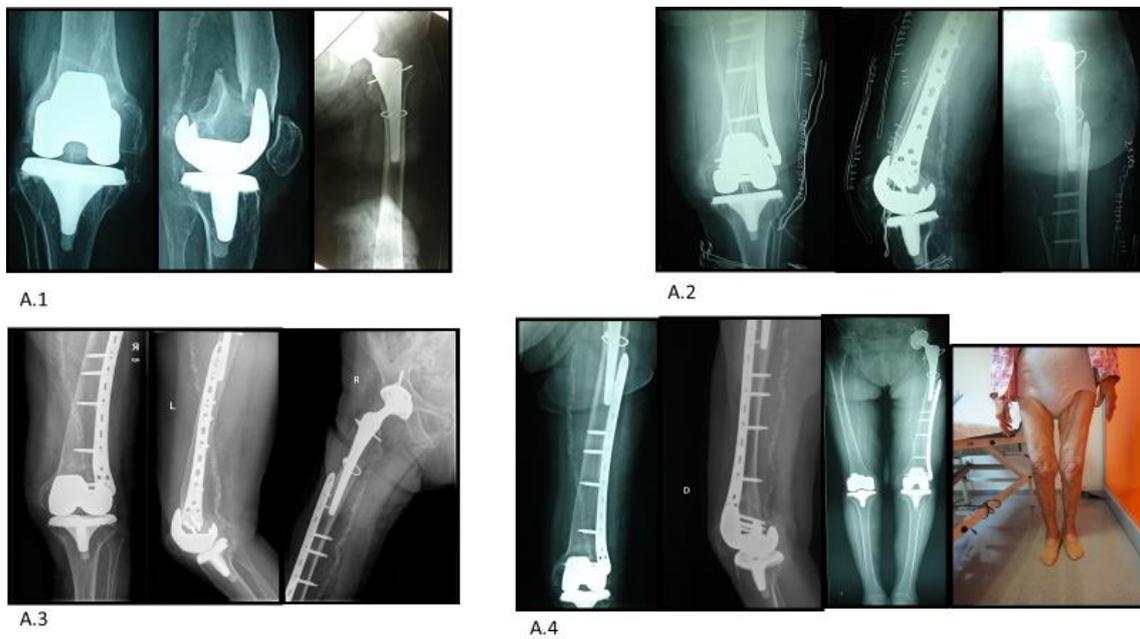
Caso A, mujer de 87 años con IMC de 32, osteoporosis diagnosticada y portadora de PTR bilateral y PTC izquierda. A.1) Radiografías del momento del ingreso, fractura periprotésica del fémur distal de la rodilla izquierda tipo II. A.2) Radiografías de la rodilla izquierda postquirúrgicas con una reducción percutánea con una placa LISS de 13 orificios. A.3) Radiografías de la rodilla izquierda a los 10 meses de la IQ, en la que existe una consolidación de la fractura. A.4) Radiografías de la rodilla izquierda y telemetría ósea, 21 meses después de la IQ y aspecto clínico de la paciente.
